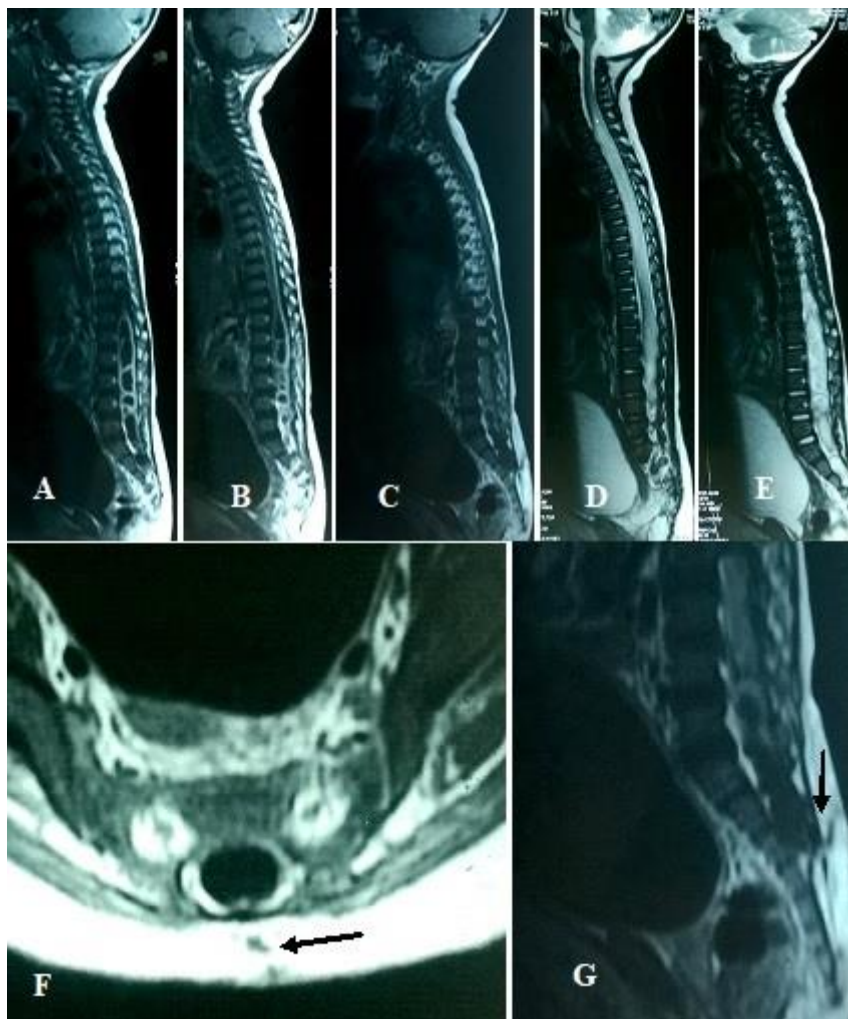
IRM spinale, T1 avec gadolinium (A, B, C), T2 (D, E) multiples collections abcédées intra-durales lombaires avec une prise de contraste dure et une myélite infectieuse. Sinus dermique sacré (flèche en F et G).
